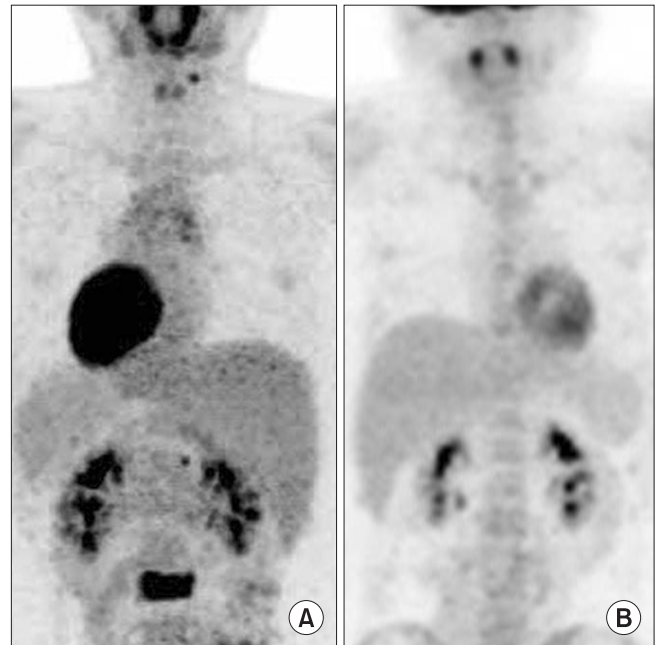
The lesions that were observed previously (A) disappeared in follow up PET-CT (B).
